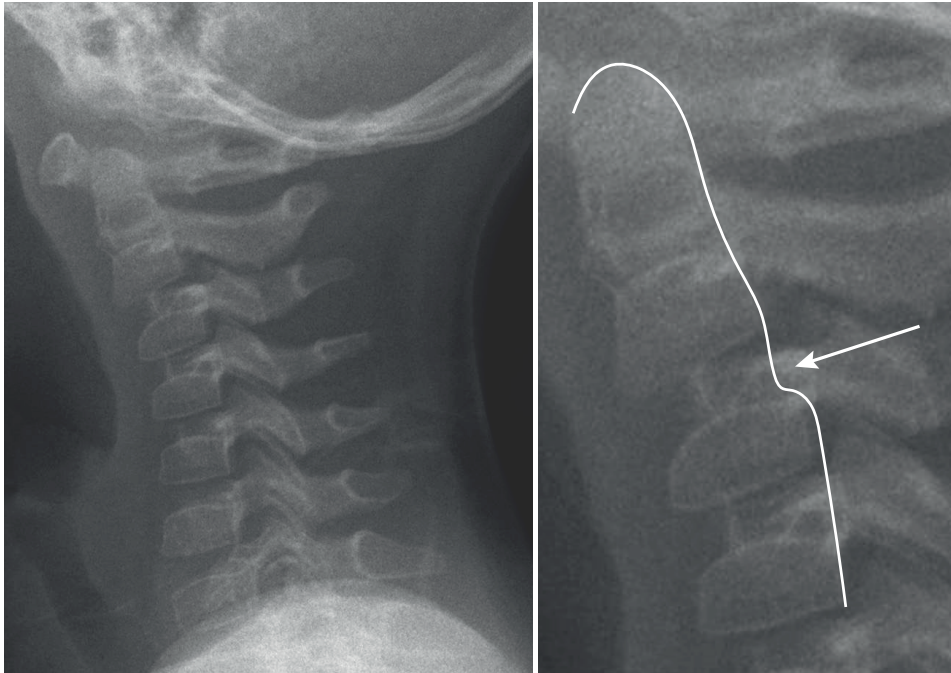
Une installation d'un enfant sur une planche rigide horizontale positionne le rachis cervical en flexion, occasionnant un pseudo-antélisthésis C2-C3 à la radiographie. Cette image peut paraître inquiétante et justifie fréquemment un avis. Pour autant, il n'y a ici aucune lésion.
